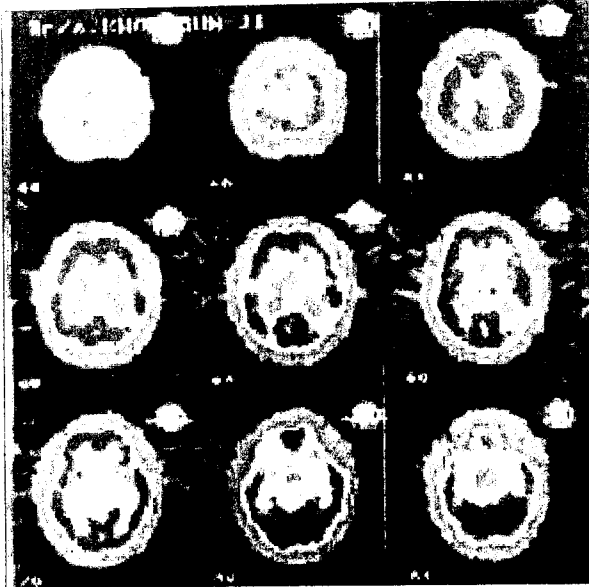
Brain SPECT shows hypoperfusion in the left occipital cortex.
